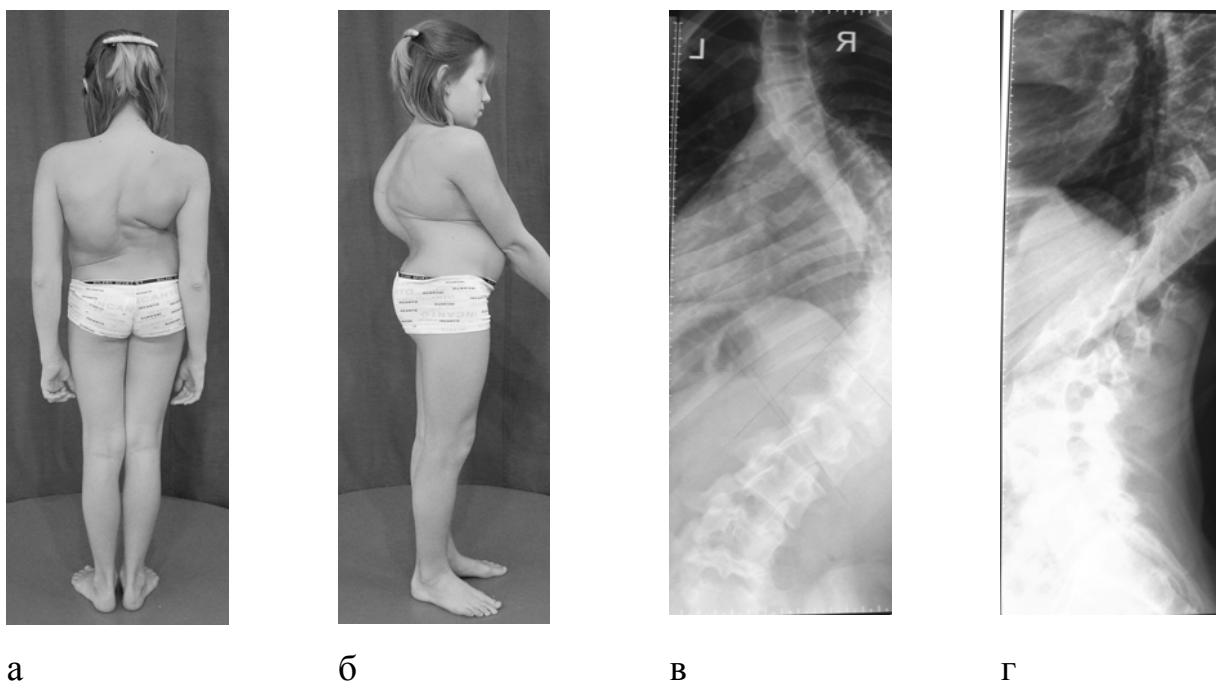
Пациентка П., 15 лет, до оперативного лечения: а, б – вид сзади и сбоку; в, г – рентгенограммы в прямой и боковой проекциях
